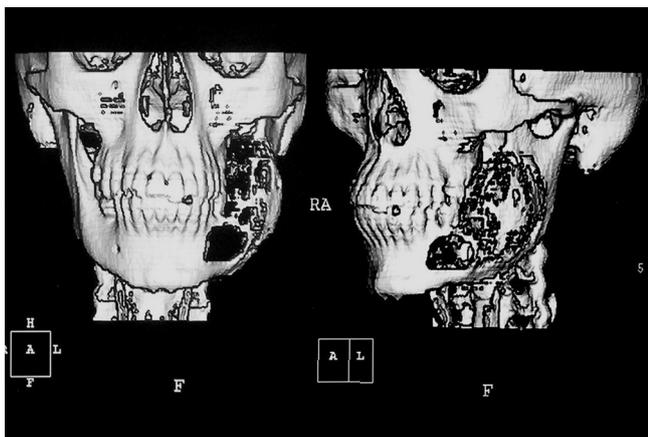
Tomografía de macizo facial; en la que se demuestra tumor en la mandíbula derecha con densidad sólida, heterogénea, con erosión que se expande y levanta la cortical mandibular, de 4 x 3cm, de eje mayor; reforzamiento moderado heterogéneo con la aplicación de medio de contraste. Compatible con osteosarcoma mandibular.
